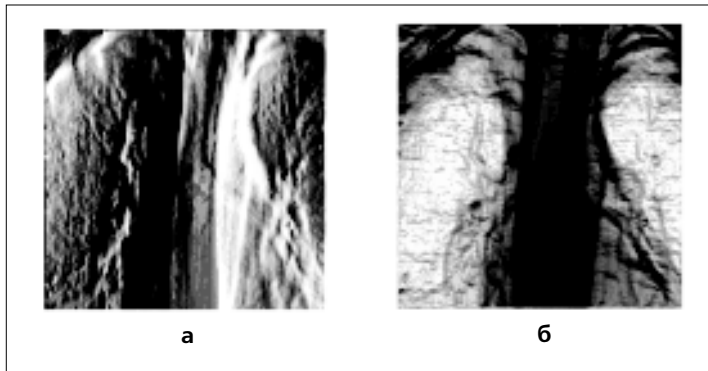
Результат синтеза нового изображения на основе использования первых трех собственных изображений автоморфного отображения исходного рентгеновского снимка: а — синтез на основе использования нейронной сети Кохонена; б — синтез на основе геометрического подхода к ансамблю собственных изображений.
